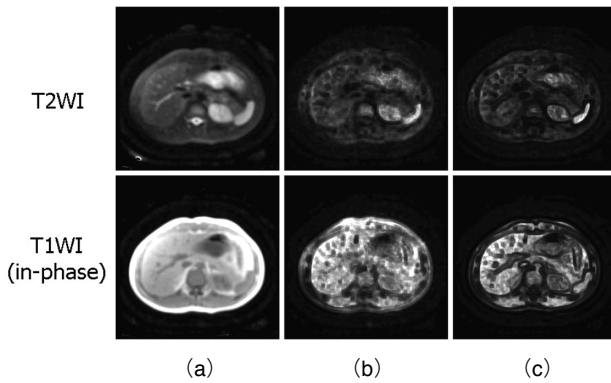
Results in SNR map on abdomen T2-weighted and T1-weighted (in-phase) images on 1.5 Tesla MRI
